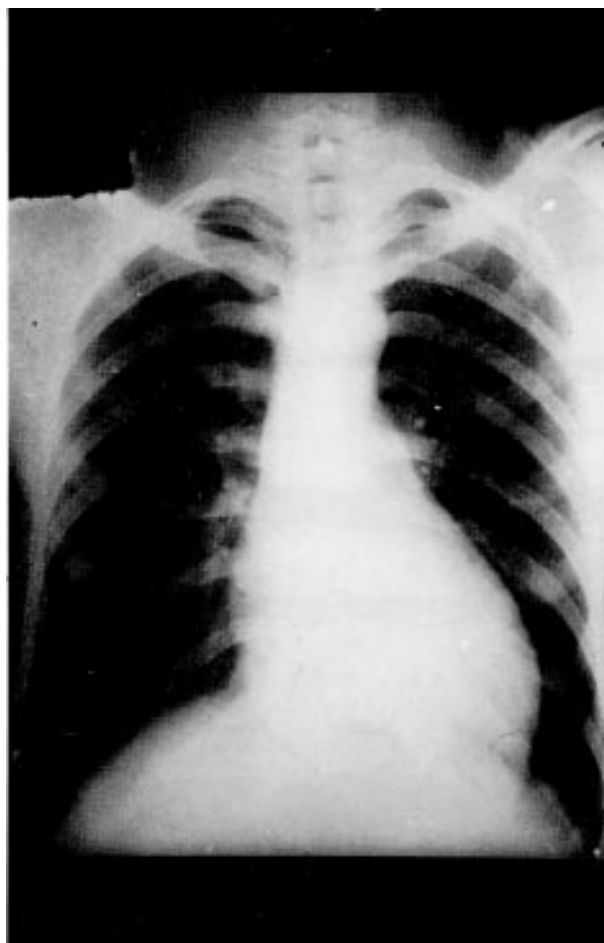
Radiografia do tórax em posição ântero-posterior evidenciando cardiomegalia promovida às custas das câmaras esquerdas.
